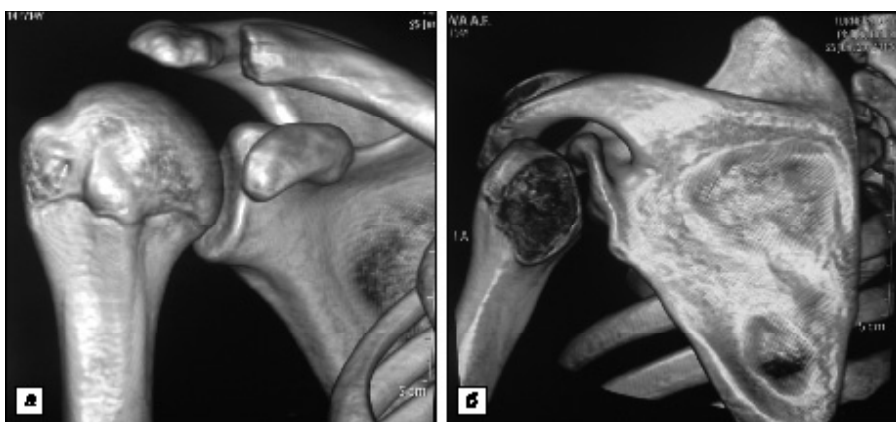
Компьютерные томограммы плечевых суставов пациентки Т., 14 лет.
